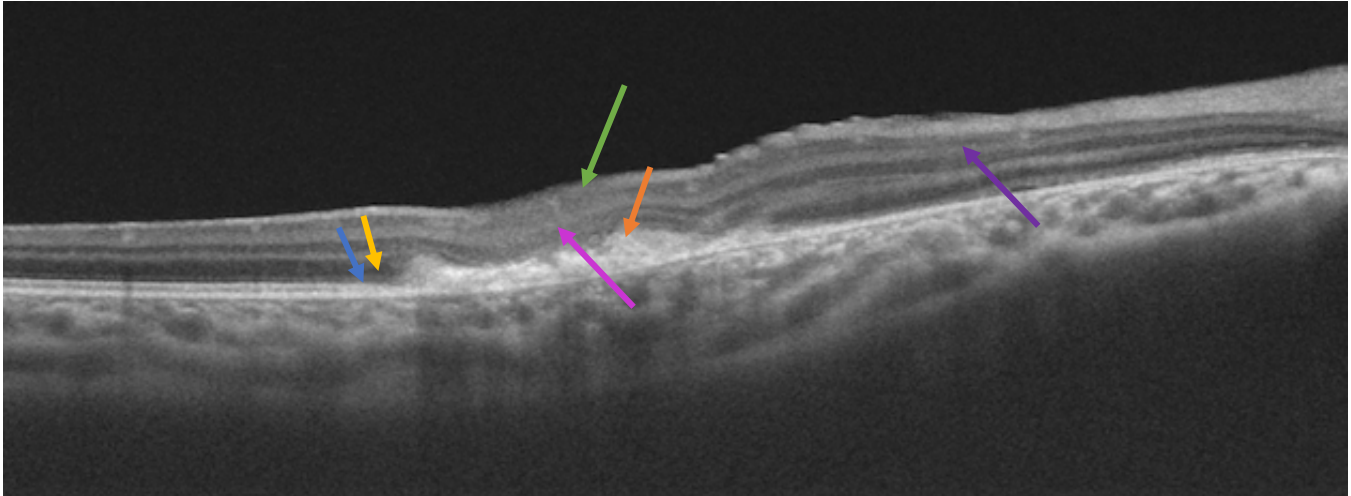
Muestra hallazgos mediante tomografía de coherencia óptica. Flecha azul: pérdida de la línea de elipsoides. Flecha naranja: material hiperrefléctico subretiniano. Flecha amarilla: pérdida de la limitante externa. Flecha verde: engrosamiento de retina neurosensorial. Flecha morada: degeneración de capas internas de retina. Flecha rosa: degeneración de capas externas de retina.
